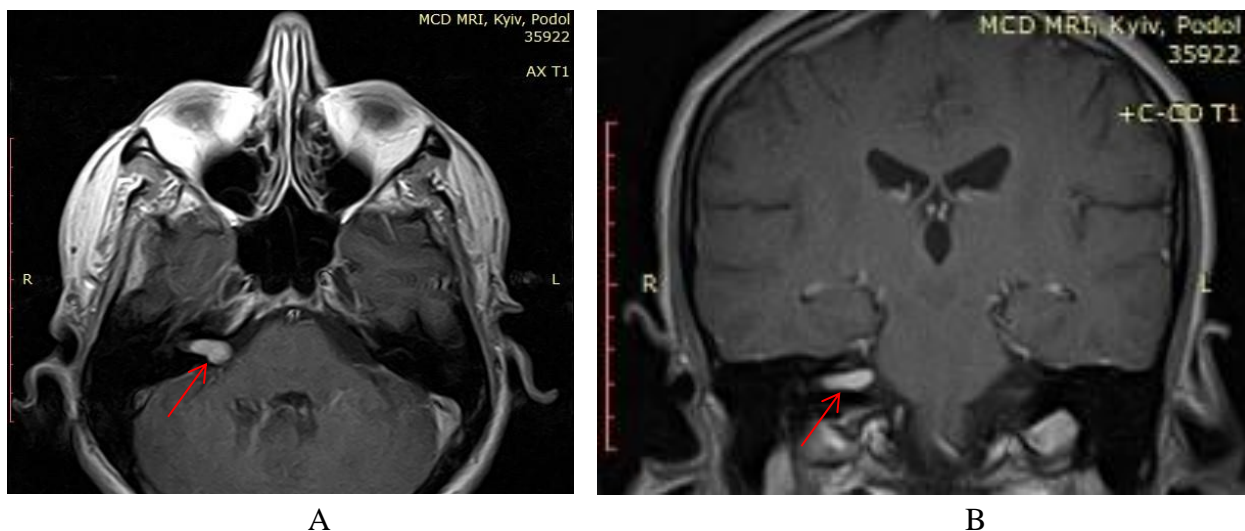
Imagini RMN în regim T1 cu contrast, cu ocuparea completă a CAI și dilatarea în porțiunea medială lângă UPC: A - proiecție axială; B - proiecție coronară.
